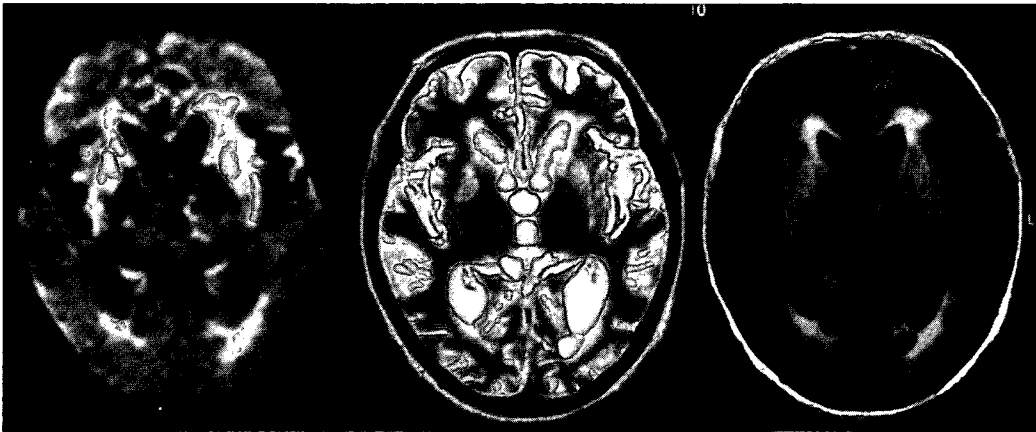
拡散強調画像、T2 強調画像、FLAIR 画像で、異常高信号を認める。
